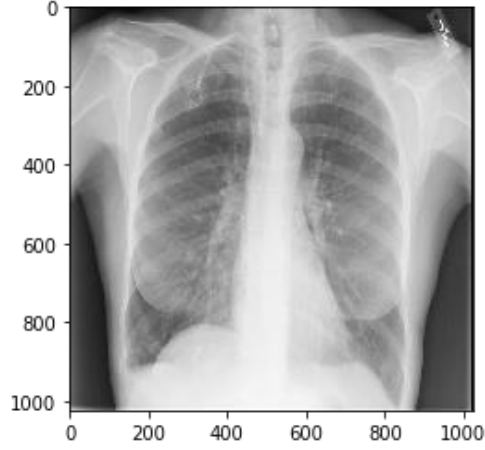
30 Kardiyomegali Tanısı İçin Röntgen Görüntüsü [65]
